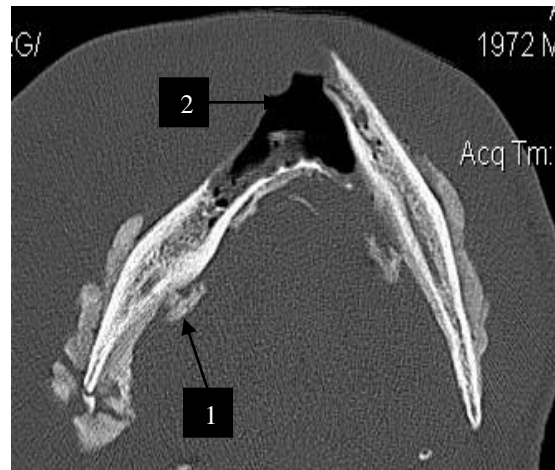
КТ хворого А., 32 років, з дифузним остеомієлітом нижньої щелепи, патологічний (резорбтивний) злам в ділянці 31 і 32 зубів (2).
